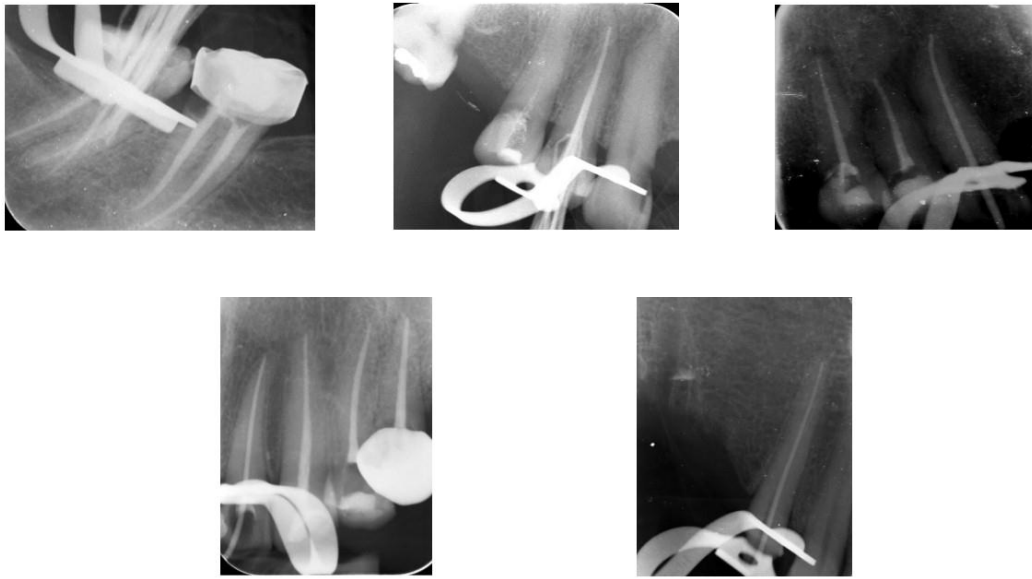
Radiografías con cono maestro y obturación. (Fuente directa)
